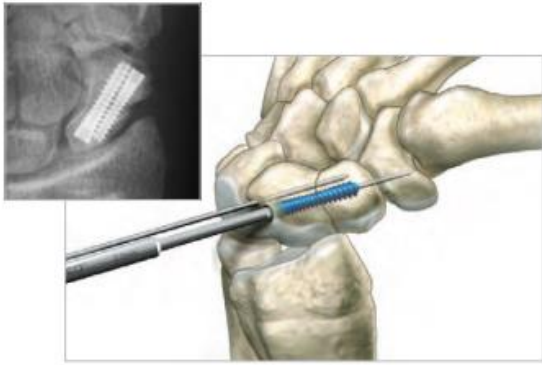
Implantationstechnik und beispielhafte Röntgenaufnahme der Acutrak 2-Headless Compression Screw aus Fa. ACUMED (2013) Acutrak 2-Headless Compression Screw System-Surgical Technique.
